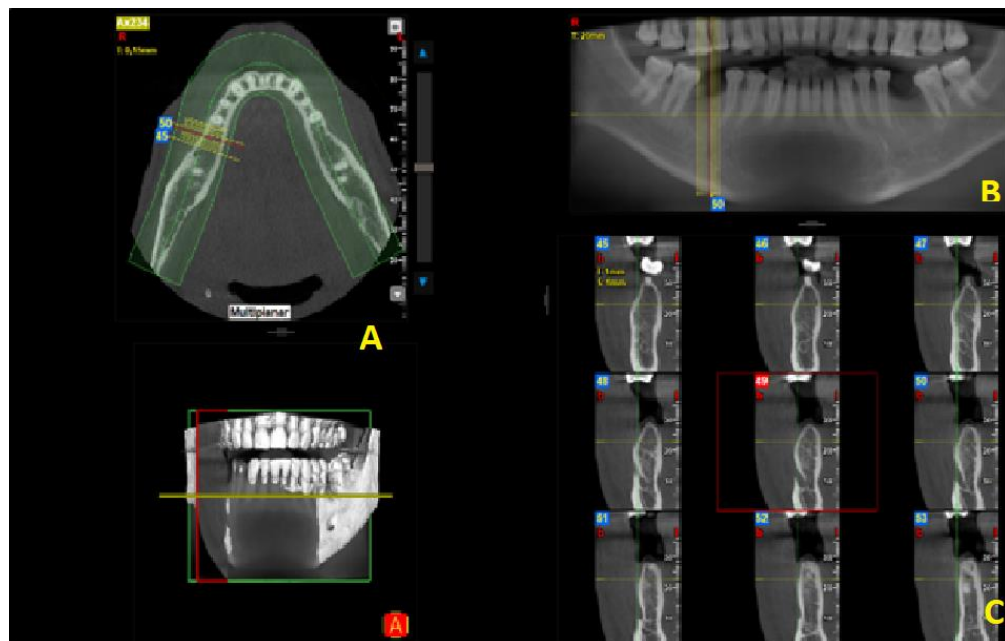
Bilan CBCT préimplantaire. Coupe axiale de référence (A), reconstructions panoramiques (B) et coronales obliques (C).
